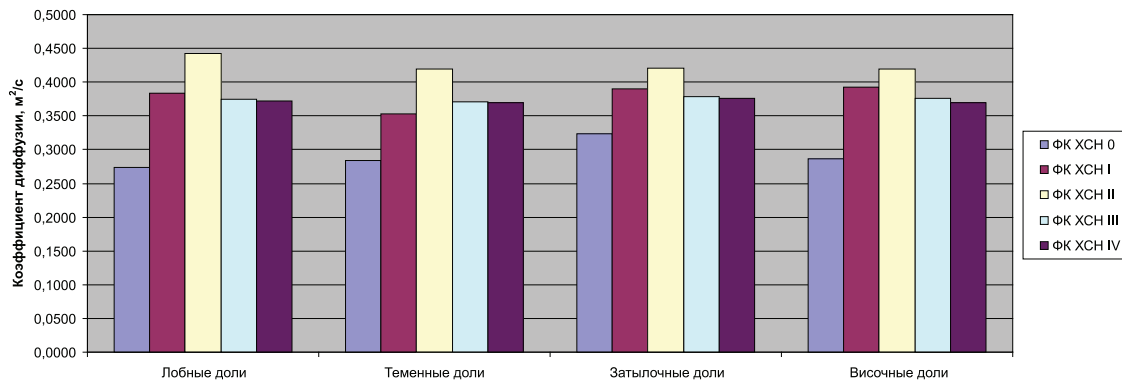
Коэффициент диффузии белого вещества головного мозга у пациентов с I-IV ФК ХСН и у пациентов контрольной группы
